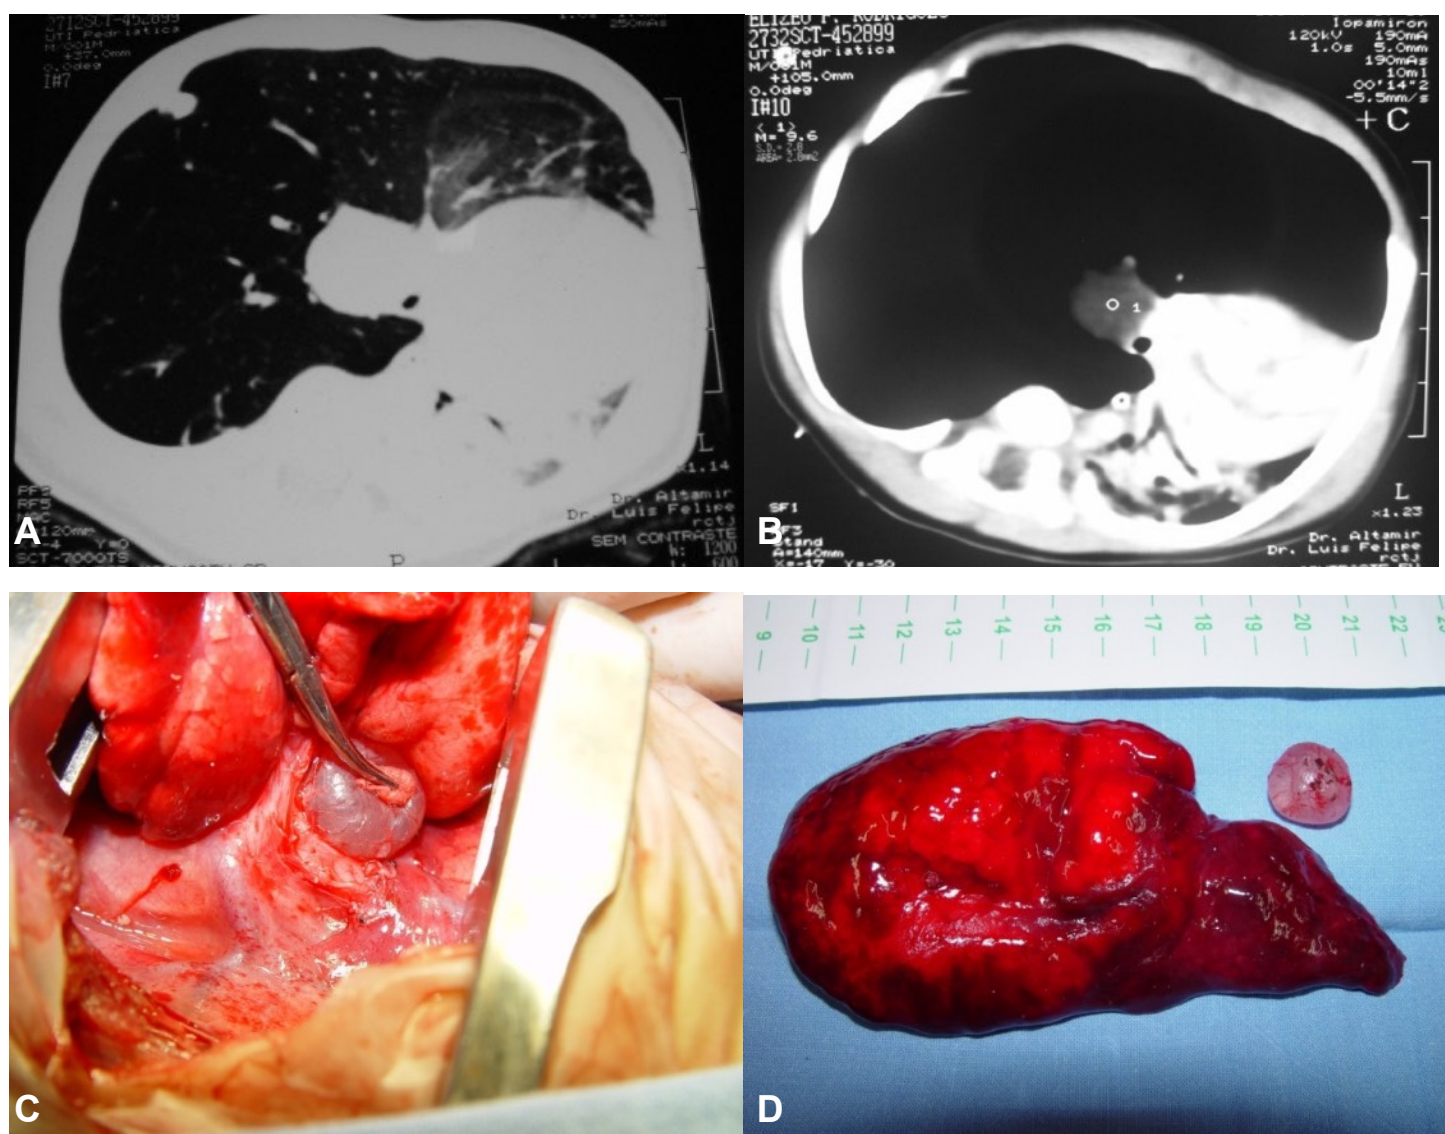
Tomografia de tórax evidenciando imagem cística em mediastino médio, correspondente a um cisto broncogênico peribrônquico e hiperinsuflação do pulmão direito com atelectasia compressiva do esquerdo, correspondendo a Enfisema Lobar Congênito (A e B). Imagem cirúrgica evidenciando o cisto central (C). Peça cirúrgica (pulmão e cisto) (D).
